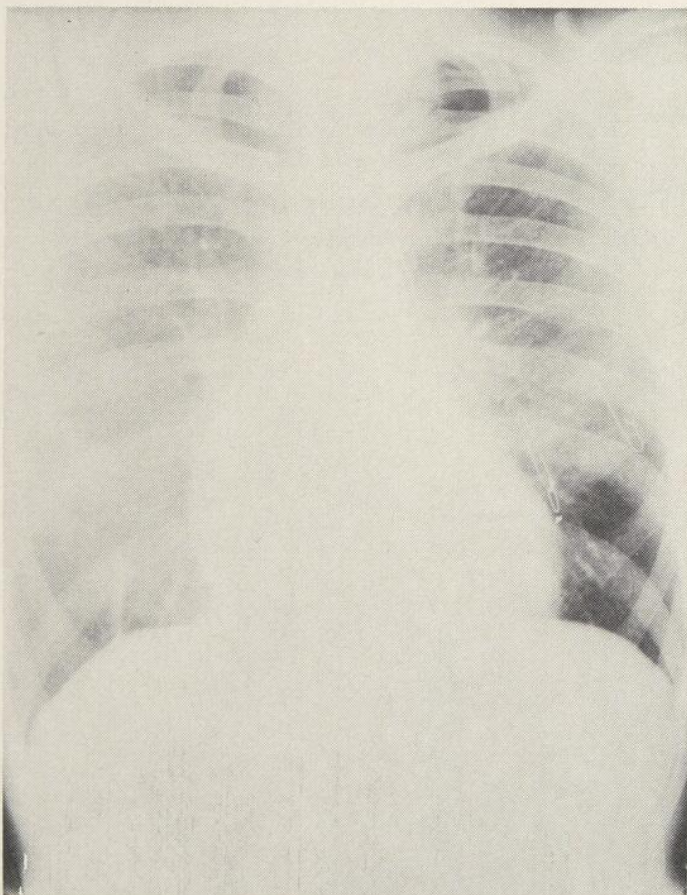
Radiographie pulmonaire — 7 mois après chirurgie cardiaque on note une diminution de la cardiomégalie et de la surcharge veineuse.
